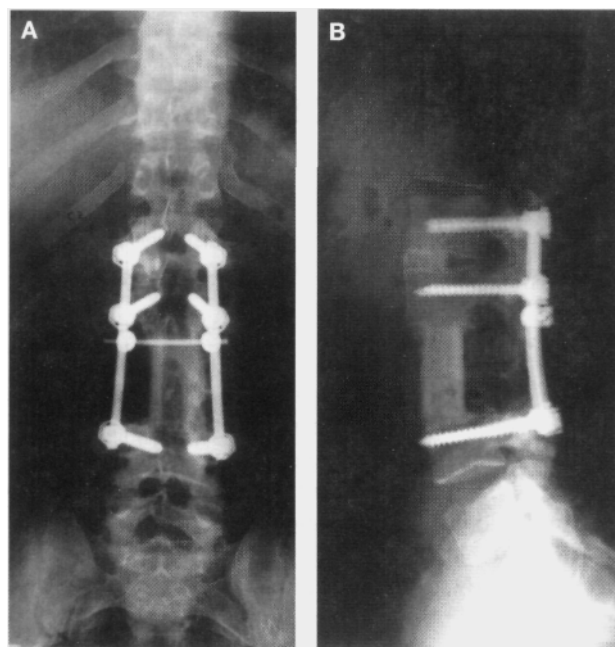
Radiografía simple de columna lumbosacra en proyección de frente (A) y perfil (B) a 20 meses de la cirugía. Se observa artrodesis madura sin cambios en la alineación ni en el implante.
